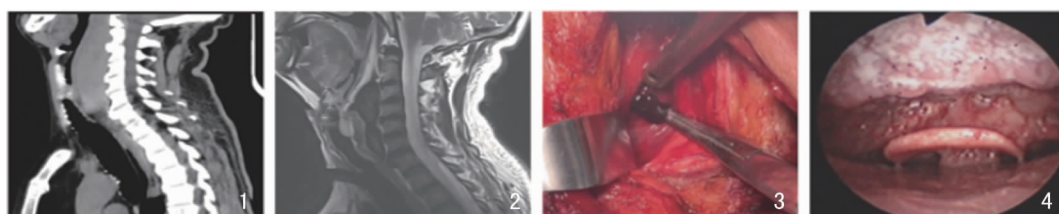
术前矢状位 CT 图 2 术前矢状位 MRI 图 3 术中图片 图 4 术后复查喉镜
